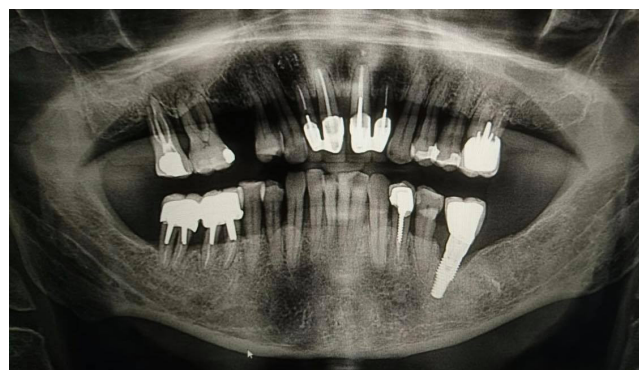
Ортопантомограма хворого Г., 47 років, на момент звертання. Генералізований пародонтит верхньої і нижньої щелеп. Періімплантит.
